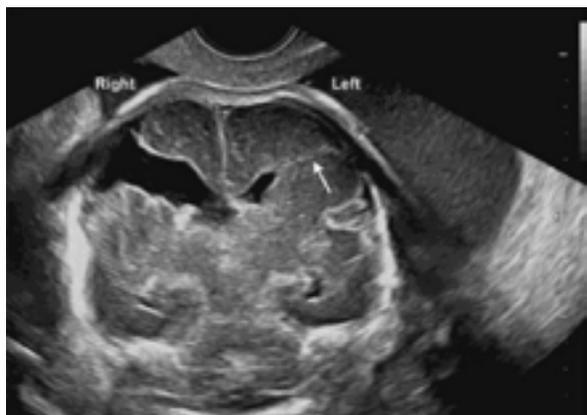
Шизэнцефалия, односторонняя тип II (УЗИ плода, 2 триместр, КДЦ «ОЗМР»)
